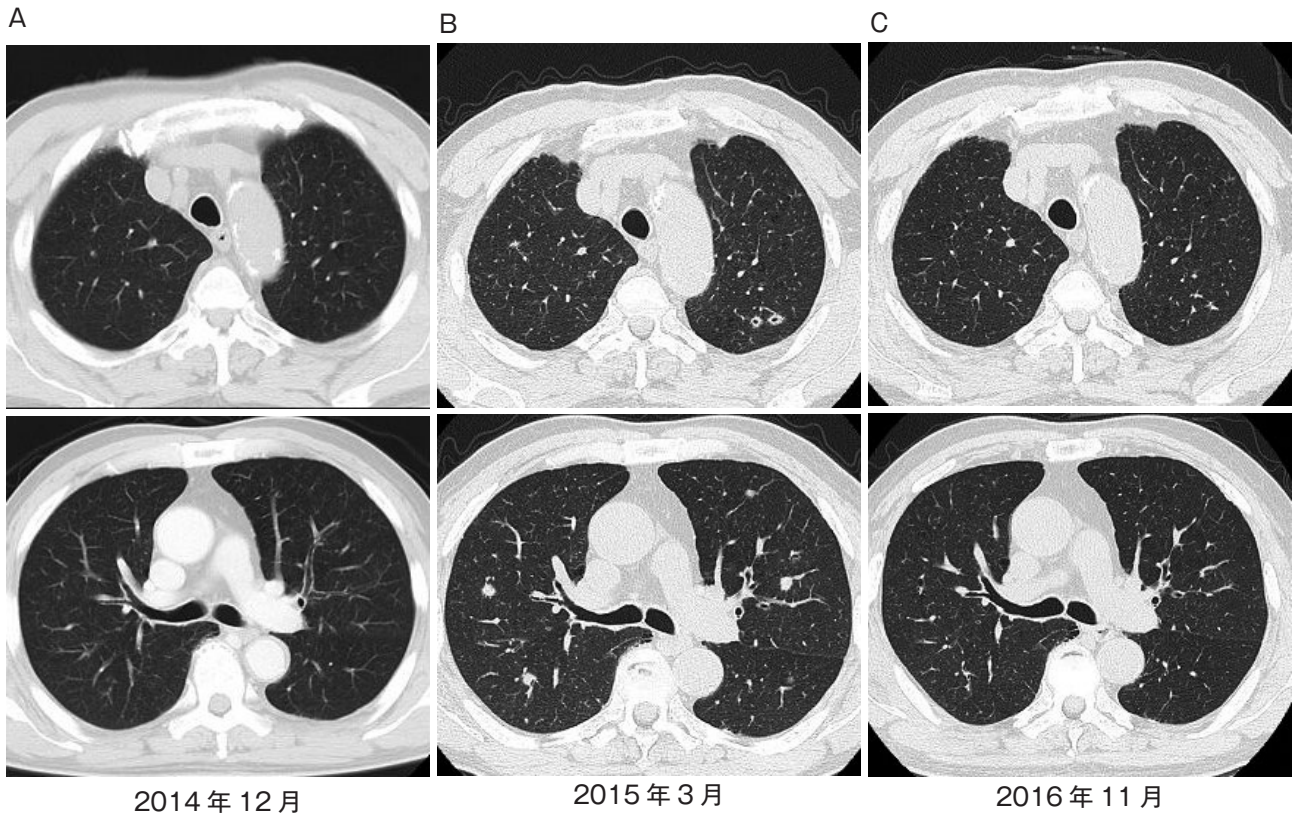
胸部単純CT. (A) 発症前. 明らかな異常は認めない. (B) 発症時. 両肺に多発する粒状影, 結節影を認め, 一部空洞化を伴っている. (C) 禁煙後. 肺野の粒状影や結節影はほぼ消失.
